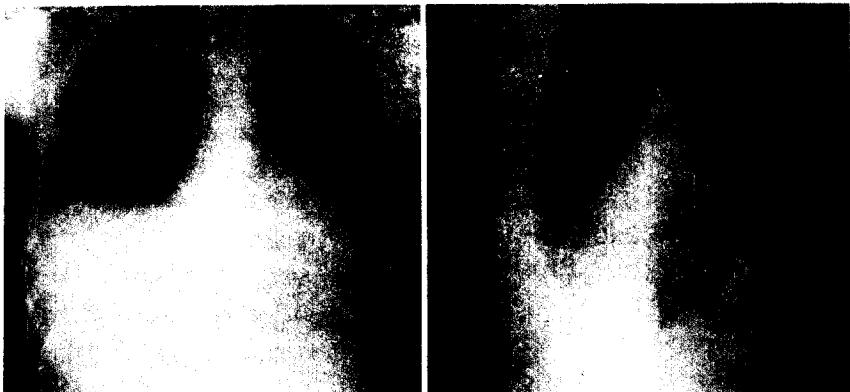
Initial chest X-ray revealed massive pleural effusion in the right side and cardiomegaly.
